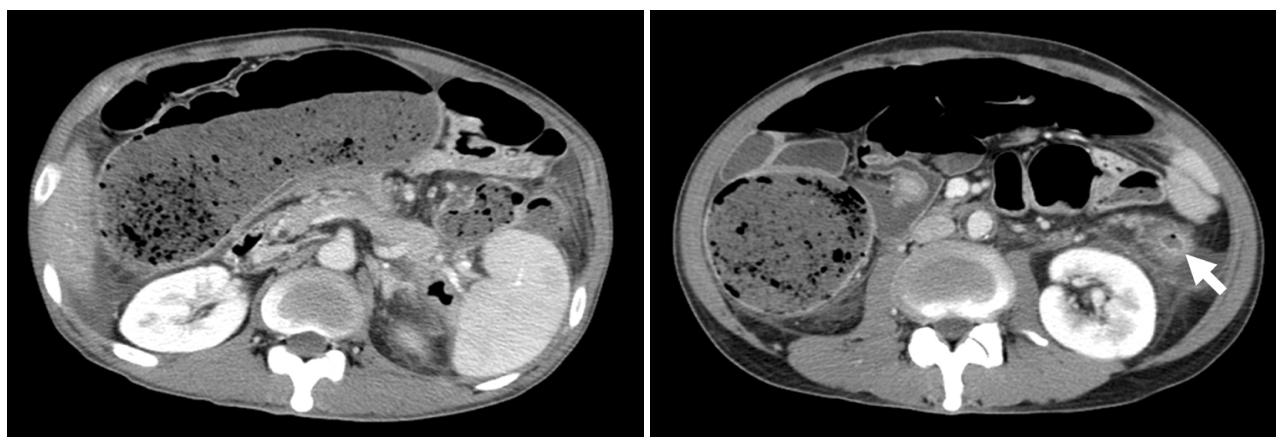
Case 2. Abdominal CT findings on admission. Stenosis of the descending colon with proximal bowel dilatation was noted. Arrow indicates stenosed descending colon.
